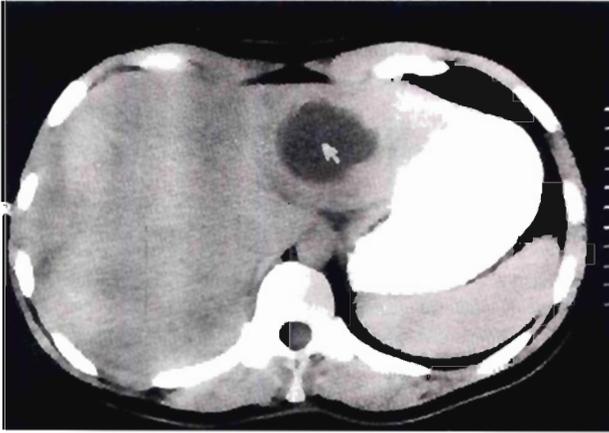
Tomografía más representativa del quiste hidatídico presentado por la paciente.
